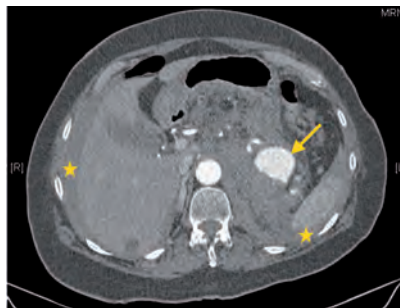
Angio-TC en el que se observa un aneurisma de la arteria esplénica (42 x 39 mm, flecha) con hemoperitoneo (estrellas).
